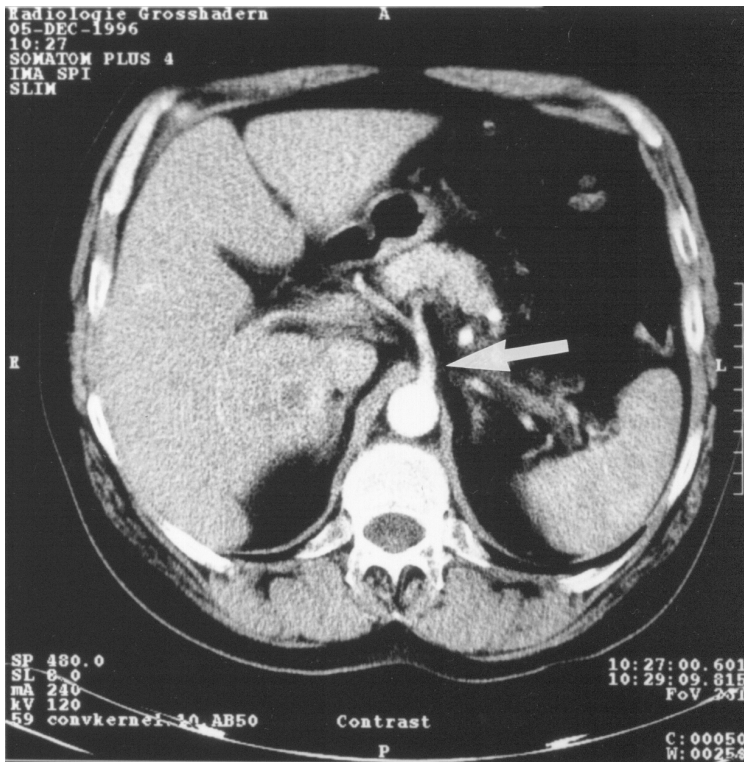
Abgang des Tr.coeliacus: Verschluss computertomographisch nicht nachweisbar
